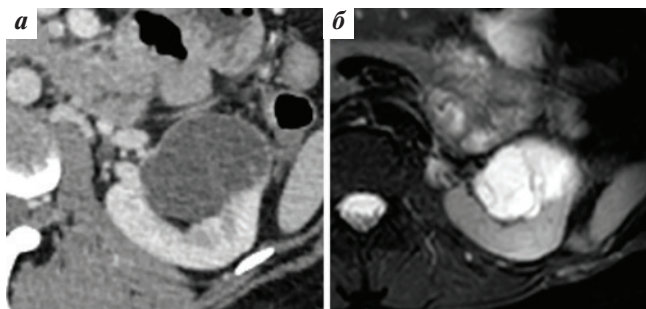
Кистозное образование левой почки с множественными тонкими перегородками (IIF Bosniak 2019): а — компьютерная томограмма, венозная фаза; б — магнитно-резонансная томограмма, T2-взвешенное изображение с подавлением сигнала от жировой ткани до контрастирования
